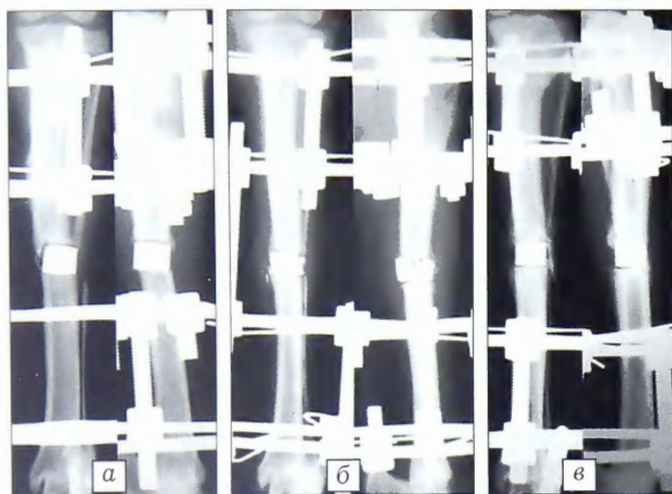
Рентгенограммы костей голени после замещения циркулярного дефекта диафиза большеберцовой кости керамическим имплантатом (60-е сутки эксперимента). *а* — смещение имплантата, *б* — механическое разрушение имплантата, *в* — сохранение пространственного расположения имплантата.
